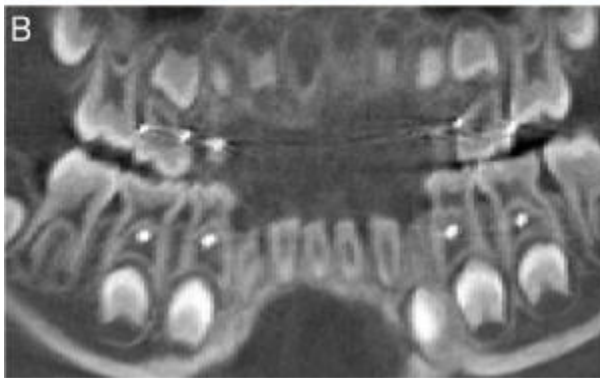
Postoperative clinical (A) and radiographic views (B). The printed "wing-splint" was accurately and easily seated on the reduced mandible and used orthodontic anchor implants without any damage to the surrounding structures.
